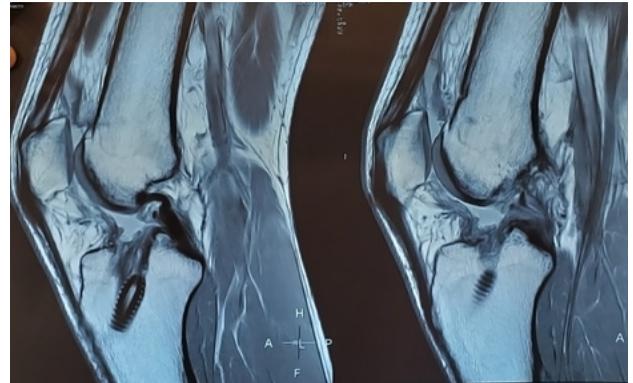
RM corte sagital. Lesión completa de plástica de revisión del LCA, presencia de tornillo tibial.
